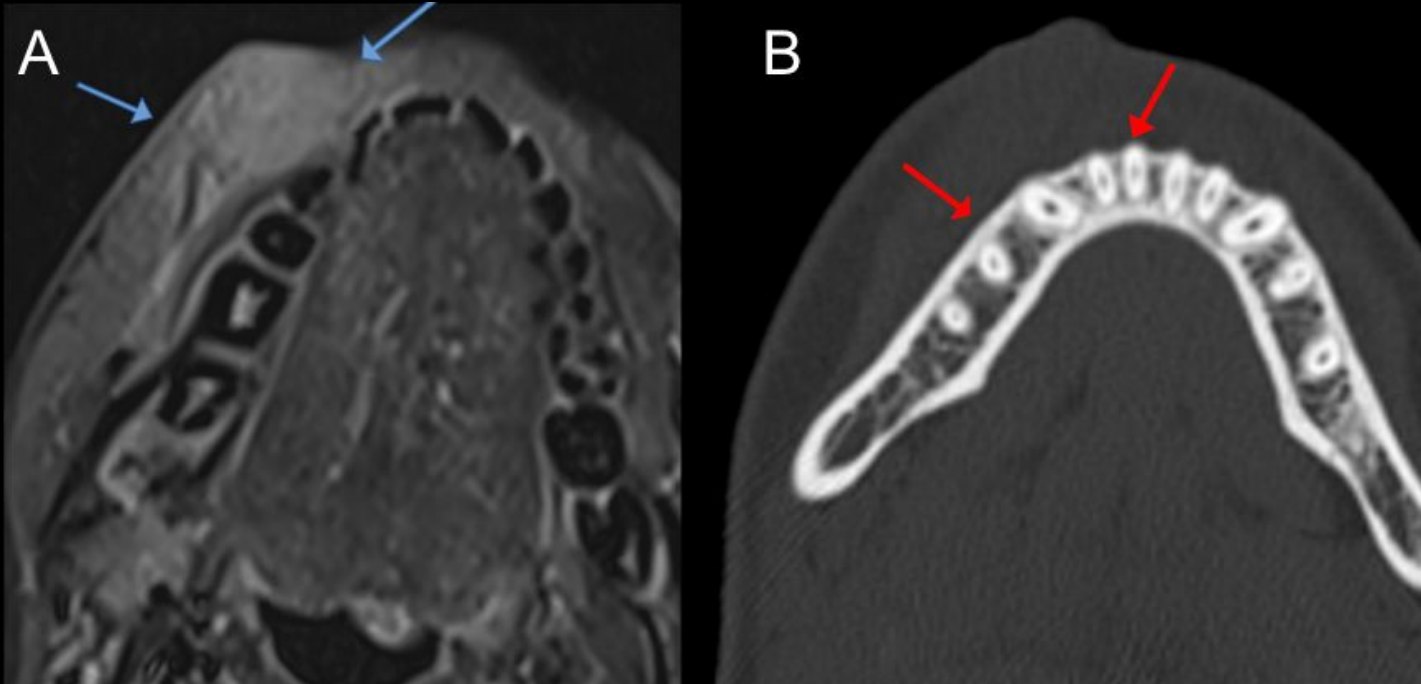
Imagen axial de RM con secuencia potenciada en STIR (A); imagen axial de TC con contraste del cuello, ventana ósea (B). Se identifica una lesión infiltrante a nivel del labio inferior, que afecta la piel sin ulceración (flechas azules - A) y sin invasión ósea (flechas rojas - B). Según TNM-8, se habría clasificado como T4a por la infiltración cutánea; sin embargo, según TNM-9, se estadificaría como T3 en base a su tamaño y profundidad de invasión (DOI).
